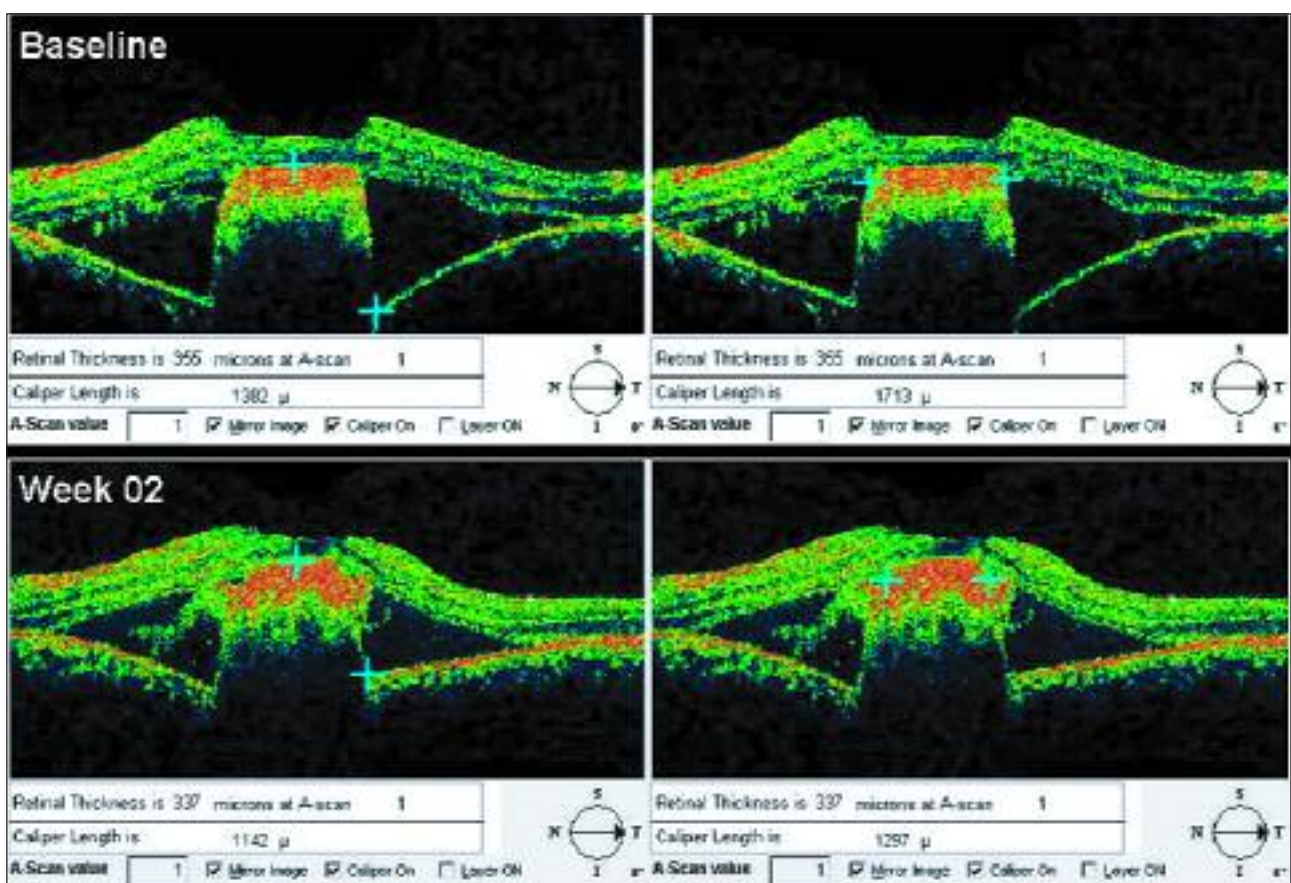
Tomografia de coerência óptica duas semanas após o início do tratamento. Setas mostram redução da espessura retiniana do caso clínico
